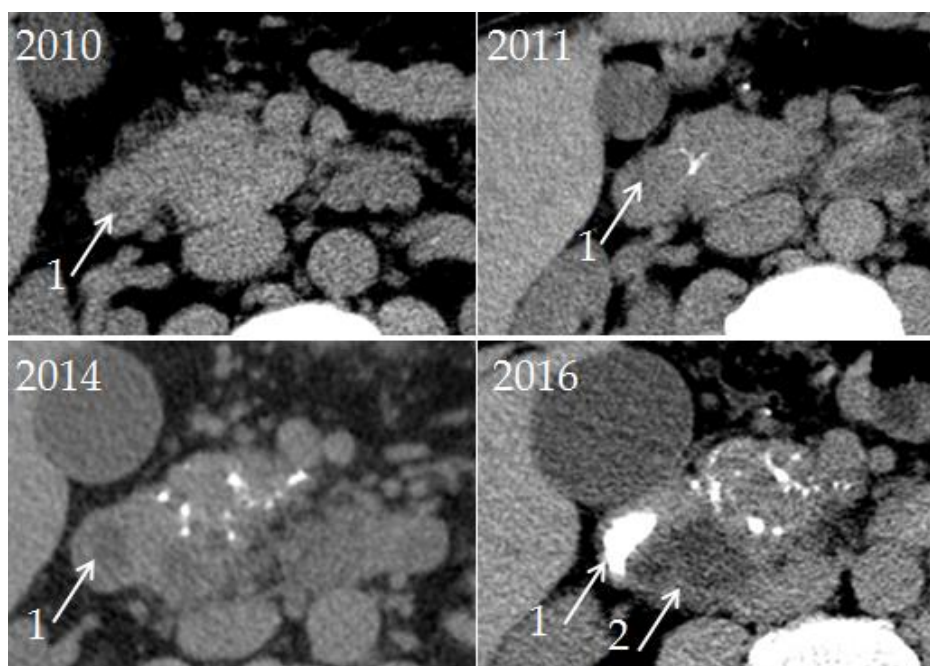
Пациент П\*, 53 года. КТ в динамике с 2010 по 2016гг. Цифрами обозначено: 1 – ДПК, 2 – киста в стенке ДПК
